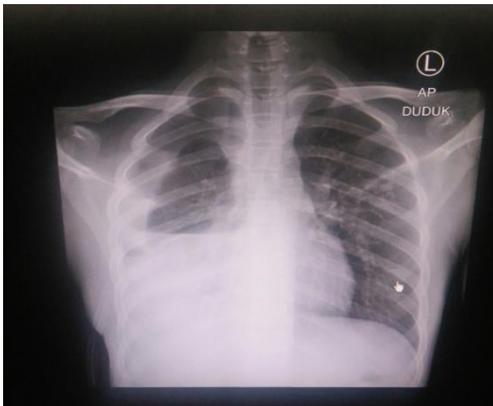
Foto toraks pasien posisi AP
